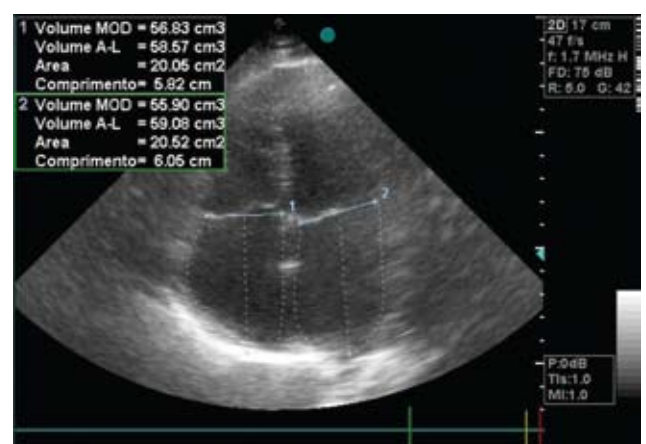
Ecocardiograma previo al alta hospitalaria (30/05/10).
